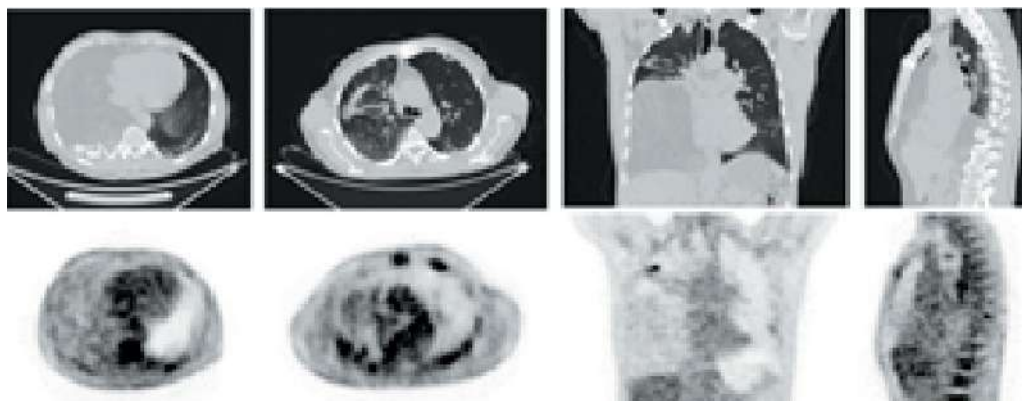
18FDG ПЭТ/КТ от 19.09.2021 г. (описание в тексте)
